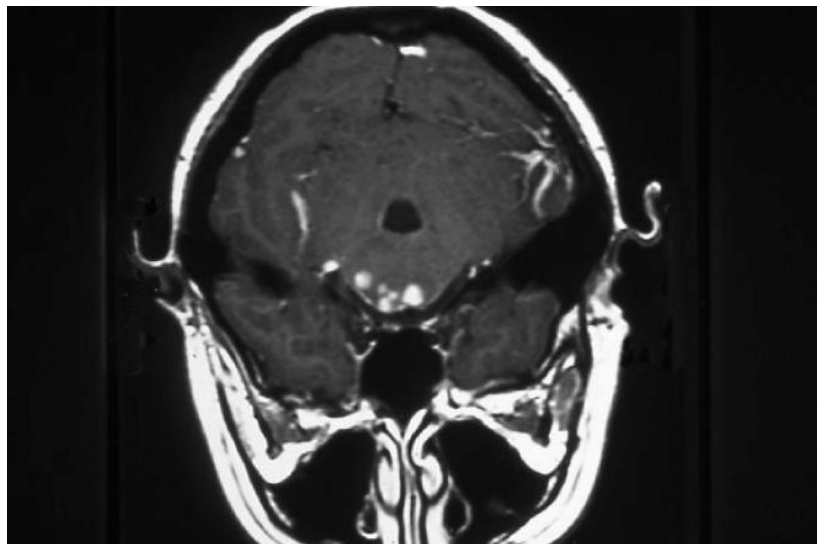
Tomografía axial computada donde se observan múltiples lesiones hiperintensas a nivel central y en las regiones temporo-parietales de un paciente con meningitis por histoplasmosis crónica.
